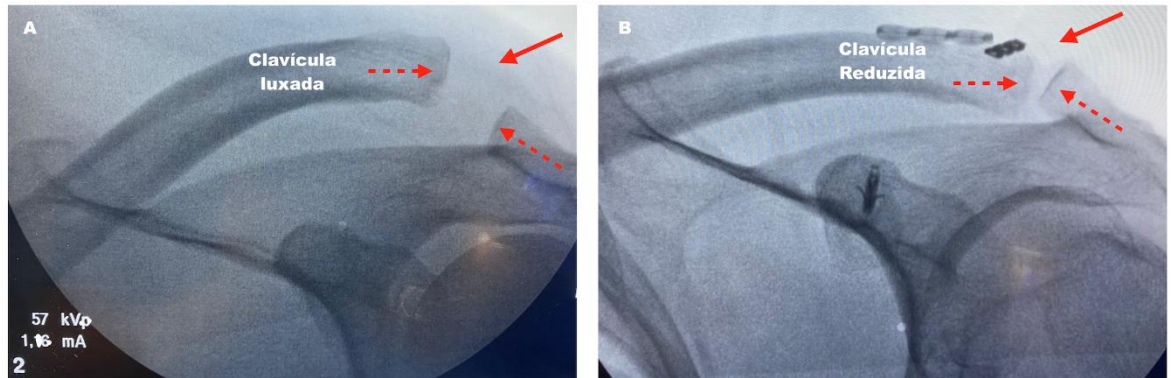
Achados radiológicos da articulação acromioclavicular: (A) Radiografia em AP axilar e Zanca demonstrando a LAC; (B) Radiografia em em AP axilar e Zanca demonstrando a articulação AC após redução.
